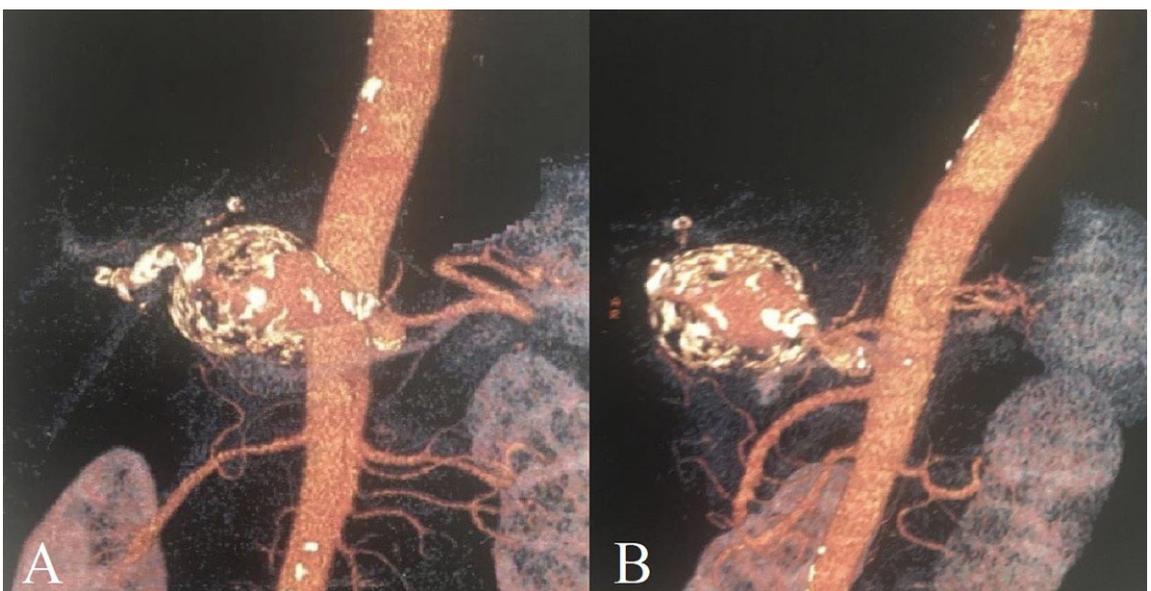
Angiotomografia de abdome. A e B – Presença de dilatação aneurismática de artéria hepática comum.
